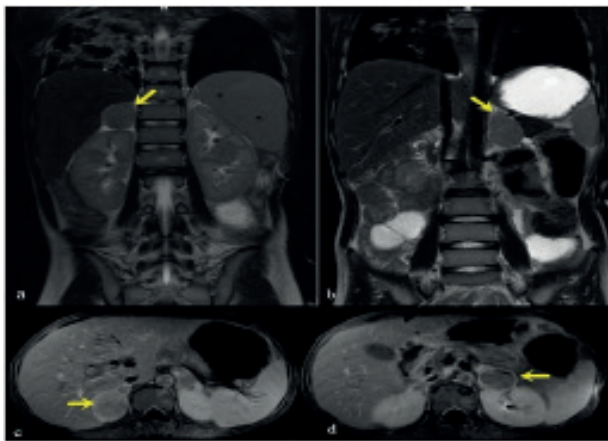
Coronal T2-weighted magnetic resonance images are displaying right (a) and left (b) adrenal masses with intermediate signal intensity (arrows). Axial fat suppressed, T1-weighted slices after intravenous gadolinium administration are depicting well-demarcated masses with moderate contrast enhancement those encompassed both right (c) and left (d) adrenal glands (arrows).
